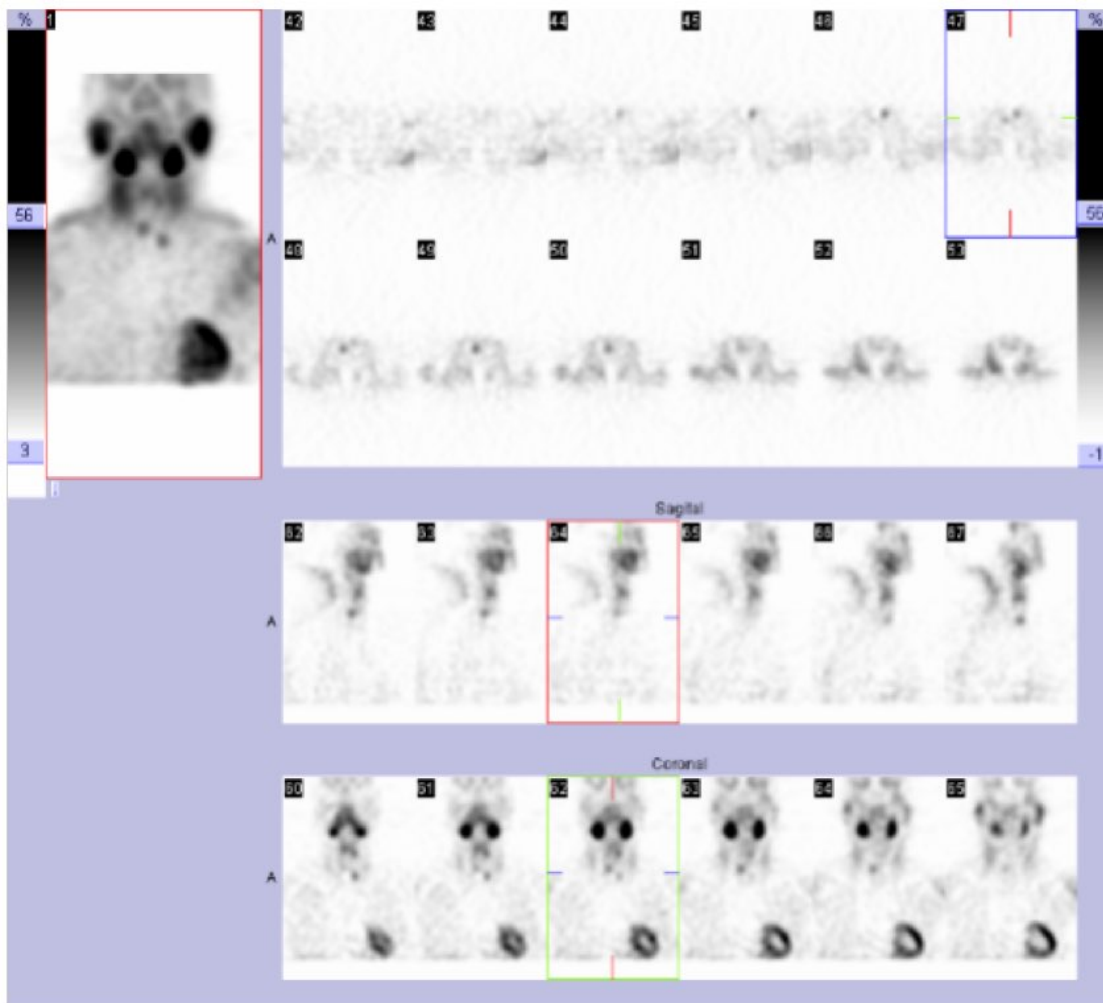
SPECT cervical. Se visualizan dos focos de captación de ^{99m}Tc -MIBI que corresponden a un adenoma paratiroideo doble.
